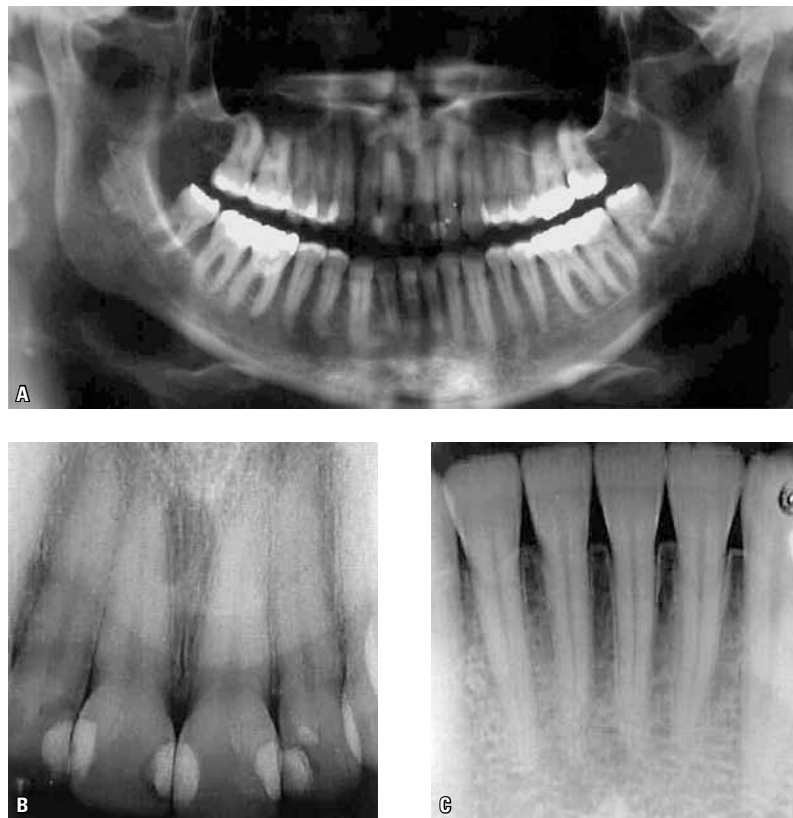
Radiografias iniciais: A) panorâmica e B, C) periapicais de incisivos.
